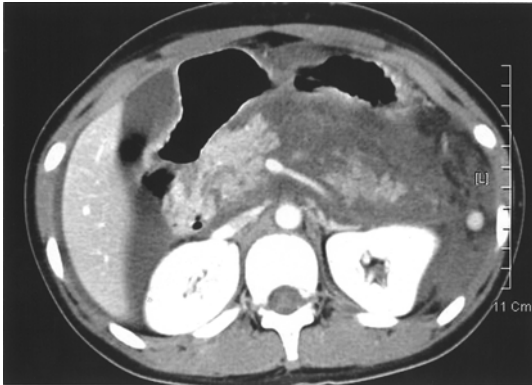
Abdominal computed tomography (CT) scan suggests necrosis in 50 % of pancreas and peripancreatic fluid collection at the first attack of acute pancreatitis.
